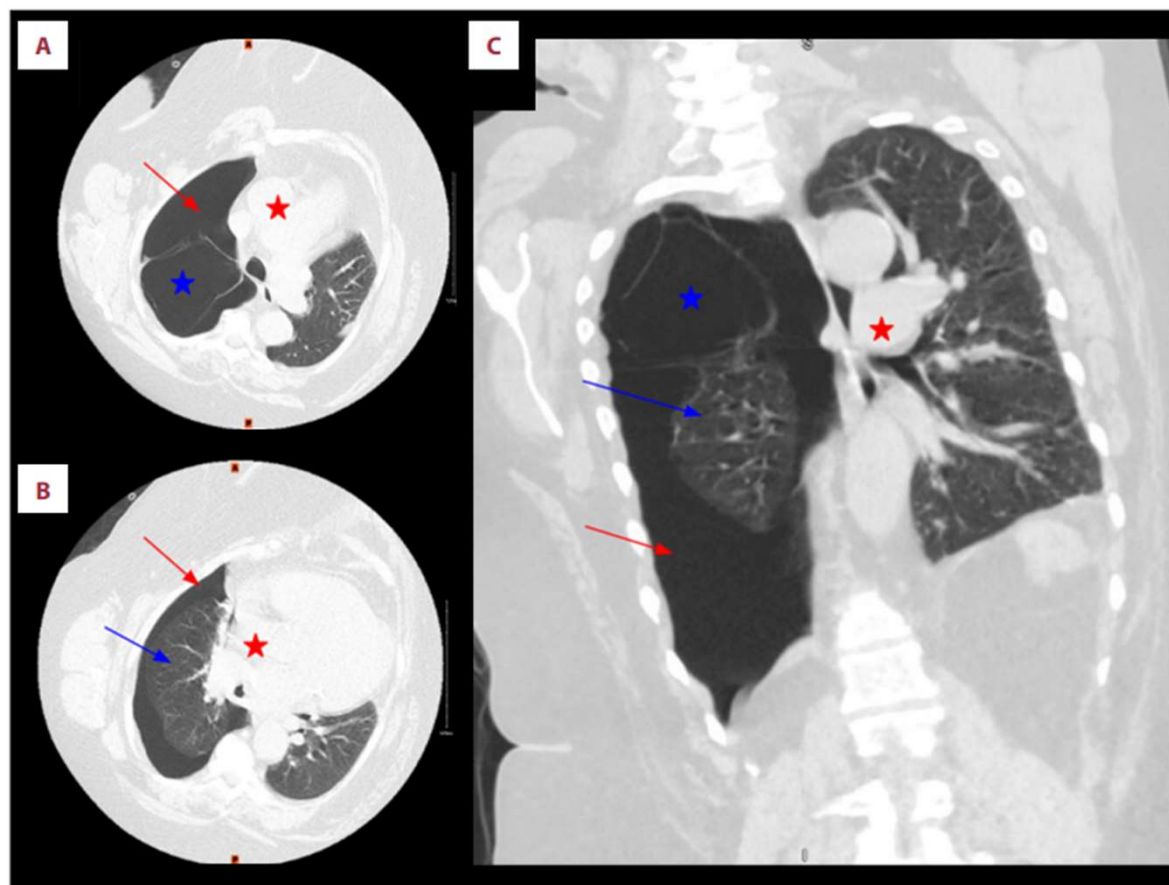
High resolution computer tomography (HRCT) with (A, B) axial and (C) coronal views on day 3, showing a large right-sided pneumothorax (red arrow) and a large bulla at the superior segment of the right upper lobe (blue star), with total collapse of the right middle and the right lower lobes (blue arrow). There is a right to left mediastinal shift (red star).
